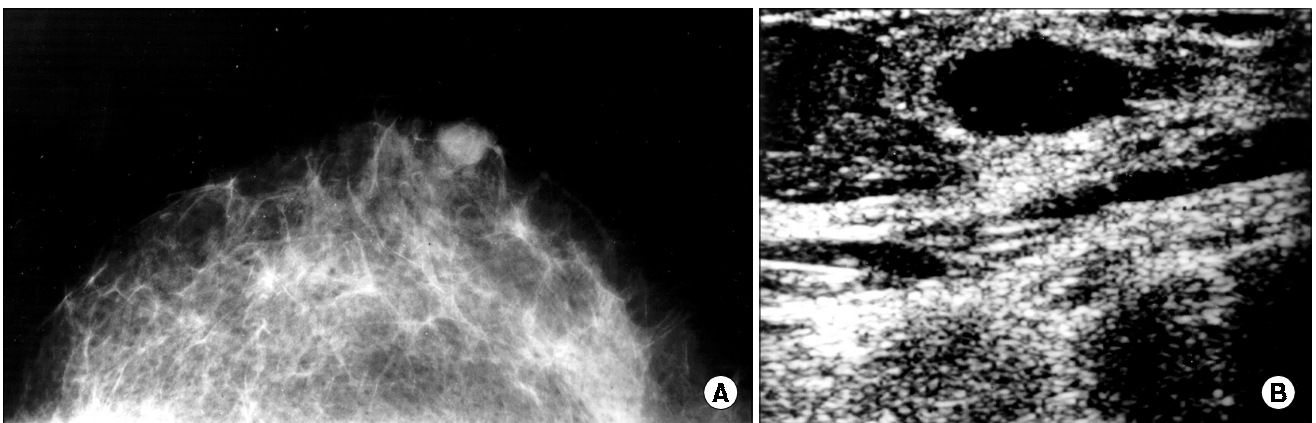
A, B. Mammogram and breast ultrasonogram obtained in two months later demonstrate a decreased size of mass, as a result of response to systemic chemotherapy.
